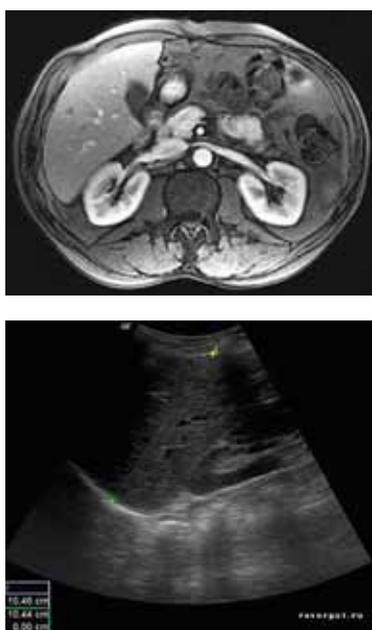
УЗИ и КТ печени
